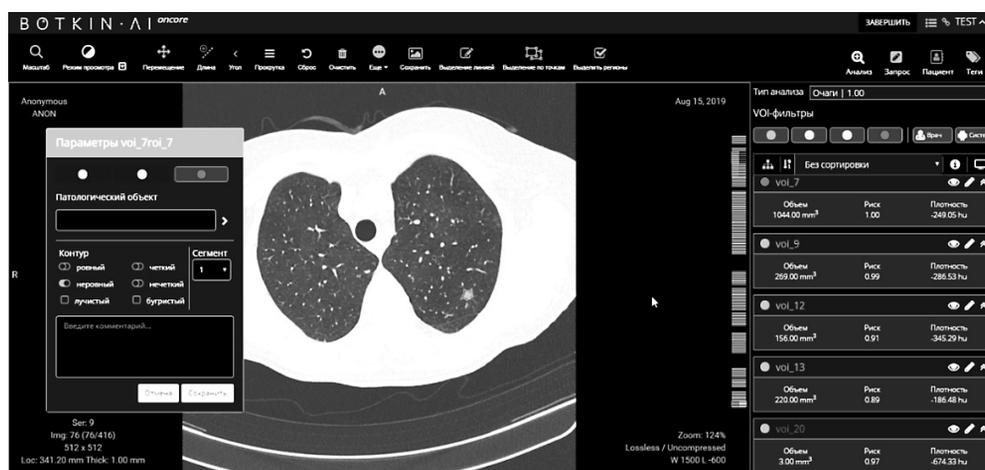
Примеры отображения результатов анализа данных КТ легких с помощью платформы Botkin.AI.
